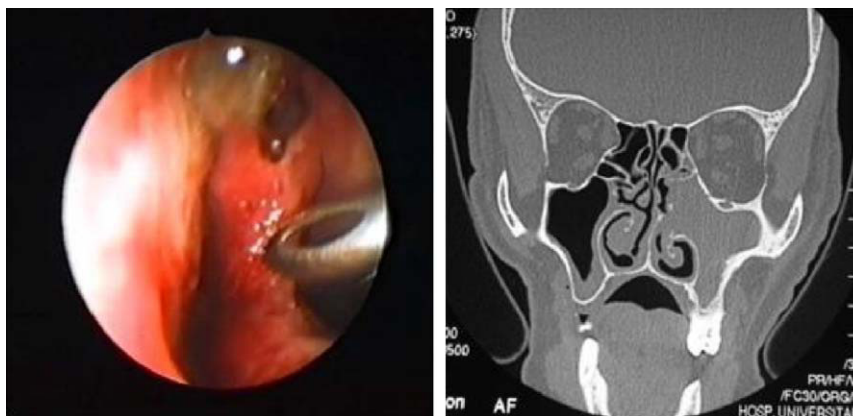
Lesión septum nasal (izquierda) e imagen de TAC (derecha).
